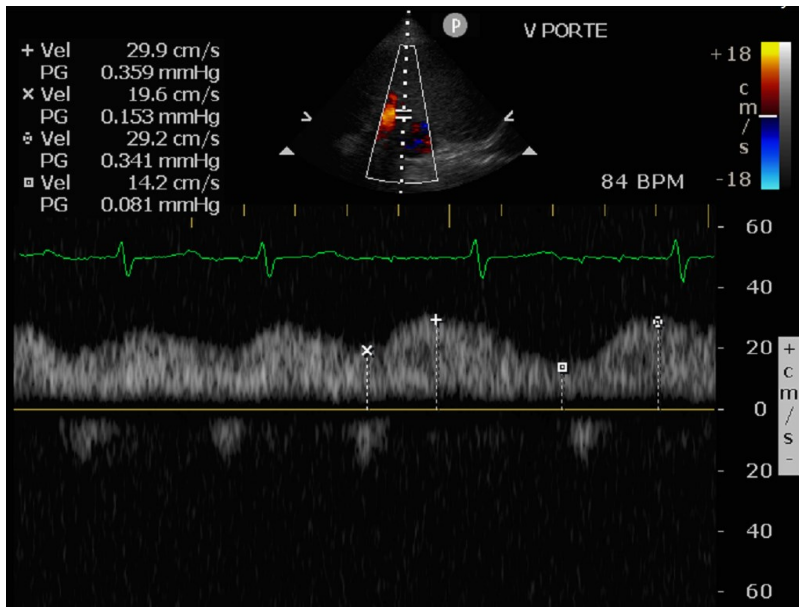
Tracé Doppler portal chez un patient en fibrillation auriculaire
